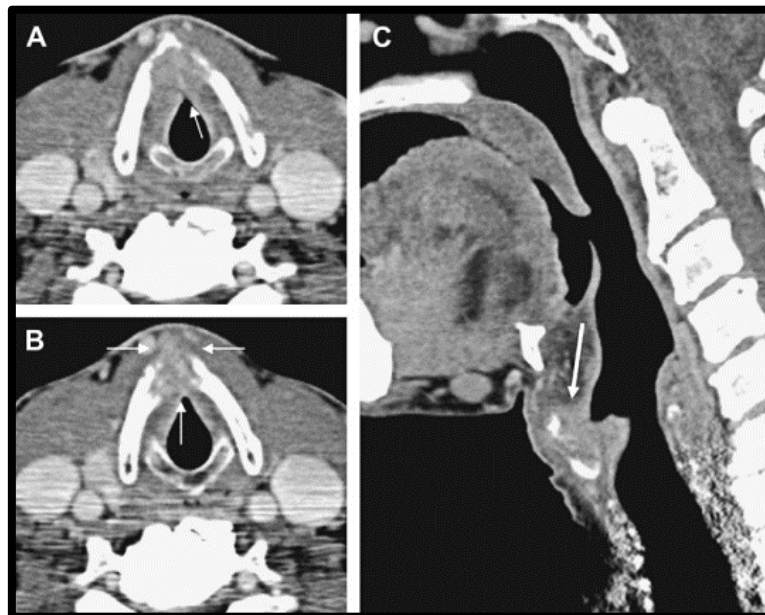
Images de TDM en coupes axiales (A et B) et sagittale (C) montrant une tumeur laryngée au niveau de la commissure antérieure avec effraction du cartilage thyroïdien (58)
